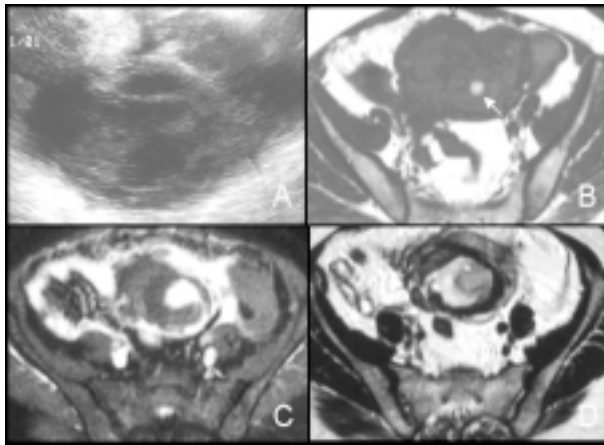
Tumor de células da granulosa do adulto. Ecografia transvaginal (A) revela lesão anexial esquerda mista. Os cortes axiais ponderados em T1 sem (B) e com contraste e supressão de gordura (C) e corte axial ponderado em T2(D). Observa-se lesão heterogênea com conteúdo misto, individualizando foco de hipersinal em T1 traduzindo conteúdo hemorrágico purulento (seta). Esta lesão tem também área central com hipossinal em T1 e hipersinal em T2 que não mostra captação de contraste, correspondendo a necrose central.
